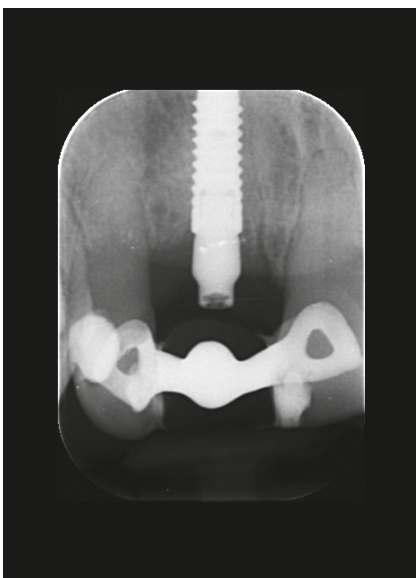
Röntgenologischer Befund nach Implantatinserktion
